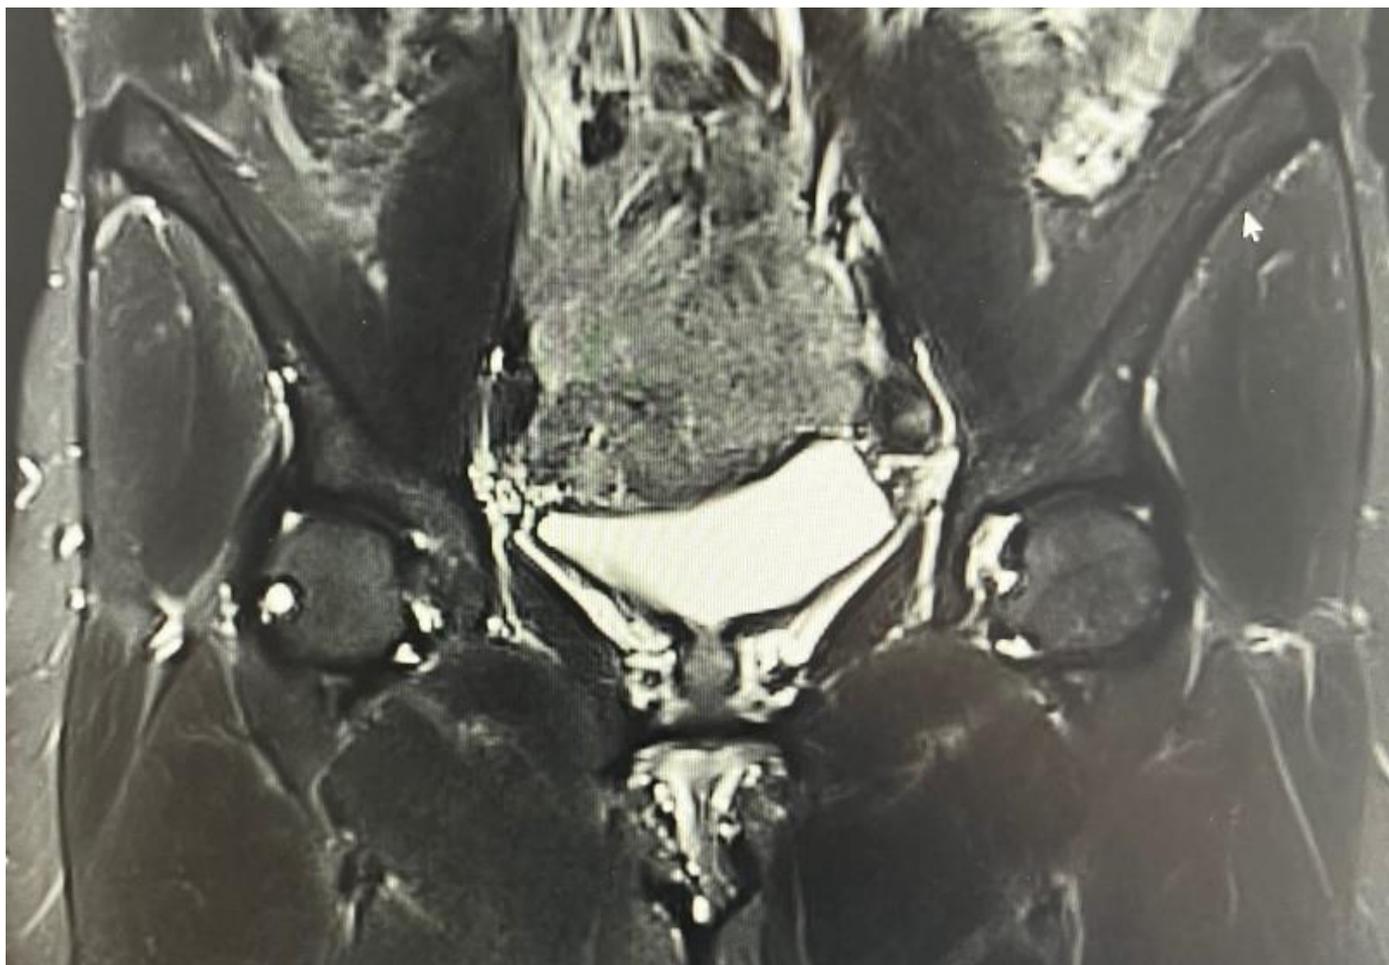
Coupe coronale IRM de la hanche droite à 15 jours
